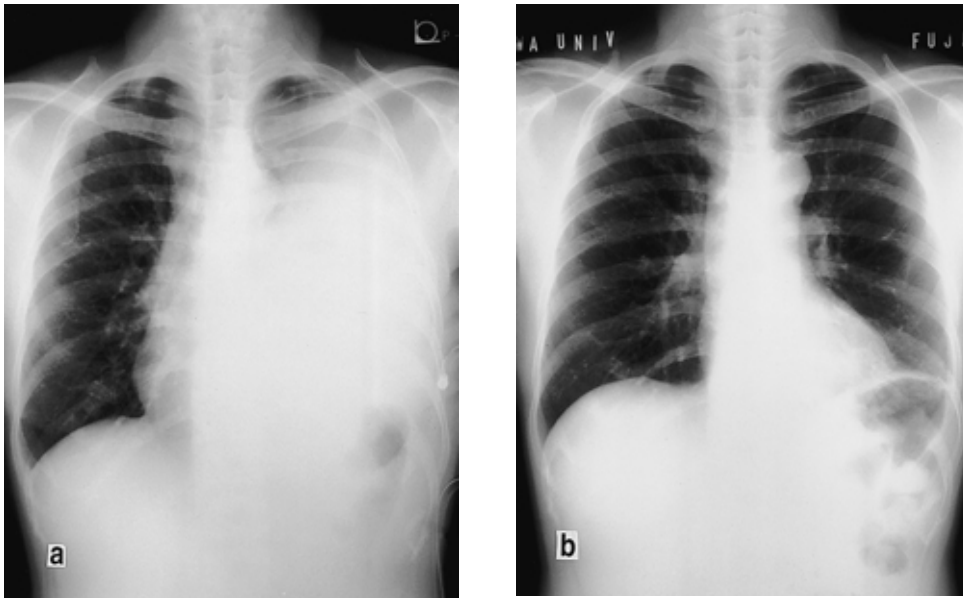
Chest X-ray films of Case 10. a : Before the thoracoscopic treatment : the X-ray was taken on first admission at another hospital. b : 2 months after treatment. This case showed the most fully expanded lung on chest X-ray among our patients.
